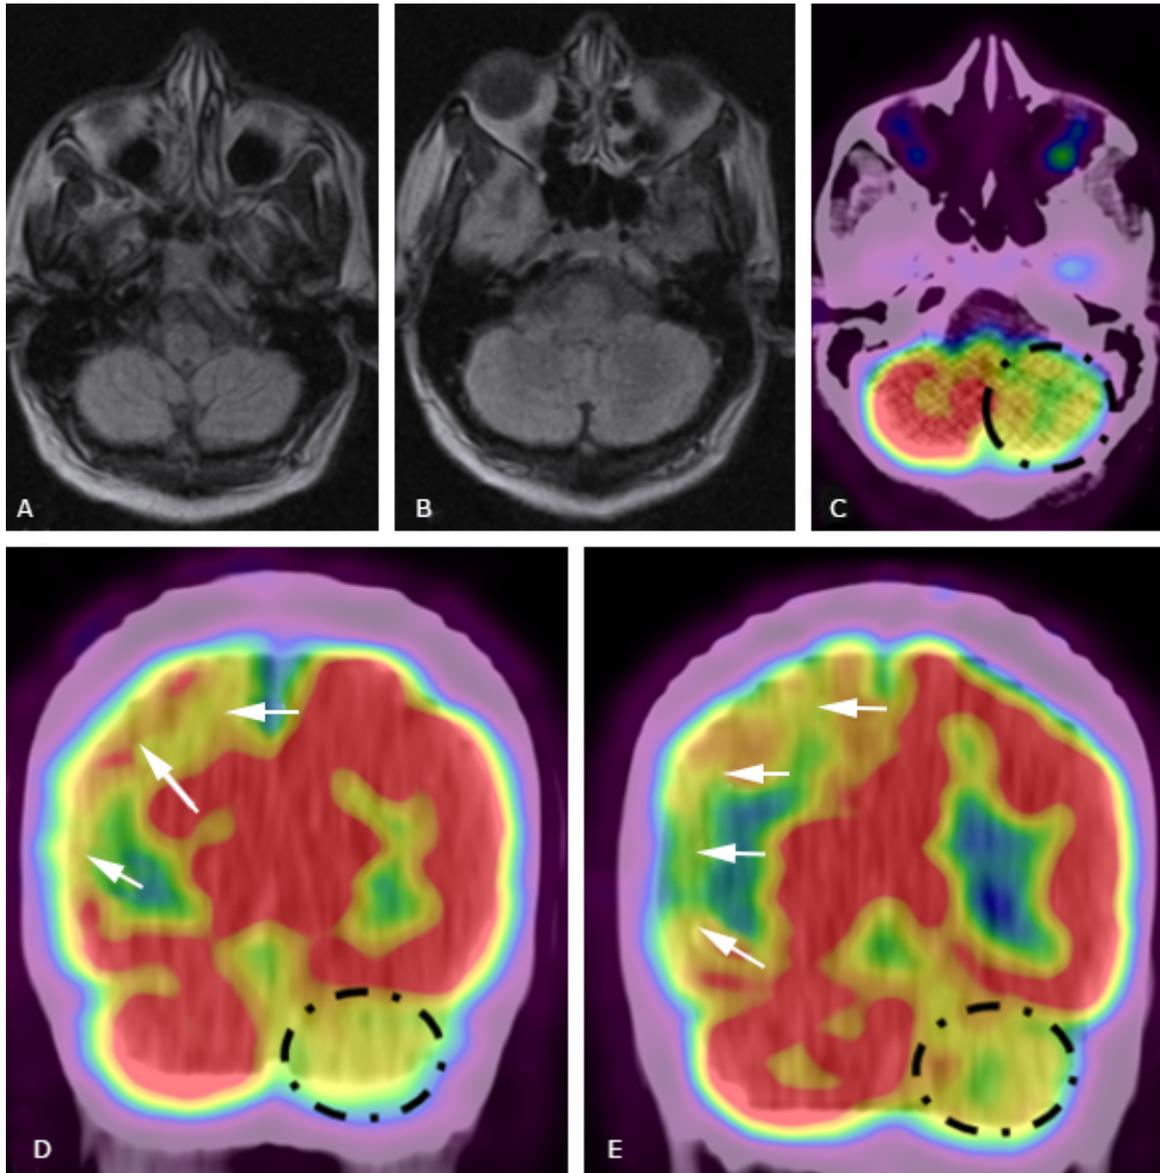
Imágenes de RM craneal (A y B) y de $[^{18}\text{F}]$ FGD PET CT (C, D y E). No se observa lesión en ninguno de los hemisferios cerebelosos (A y B). Hipometabolismo glucolítico en la zona infartada (flechas blancas en D y E) y del hemisferio cerebeloso contralateral (círculo con líneas discontinuas negras) (C, D y E): SUV (*standardized uptake value*) máximo por ROI (*region of interest*) del hemisferio cerebeloso izquierdo (5,4) vs SUV máximo por ROI del hemisferio cerebeloso derecho (10,1). Diagnóstico neuroimagenológico: Lesión vascular isquémica en territorio de suplenia de arteria cerebral media derecha, diasquisis cerebelosa cruzada (izquierda). $[^{18}\text{F}]$ FGD PET CT: Tomografía por emisión de positrones (PET CT) con $[^{18}\text{F}]$ fluorodesoxiglucosa.
